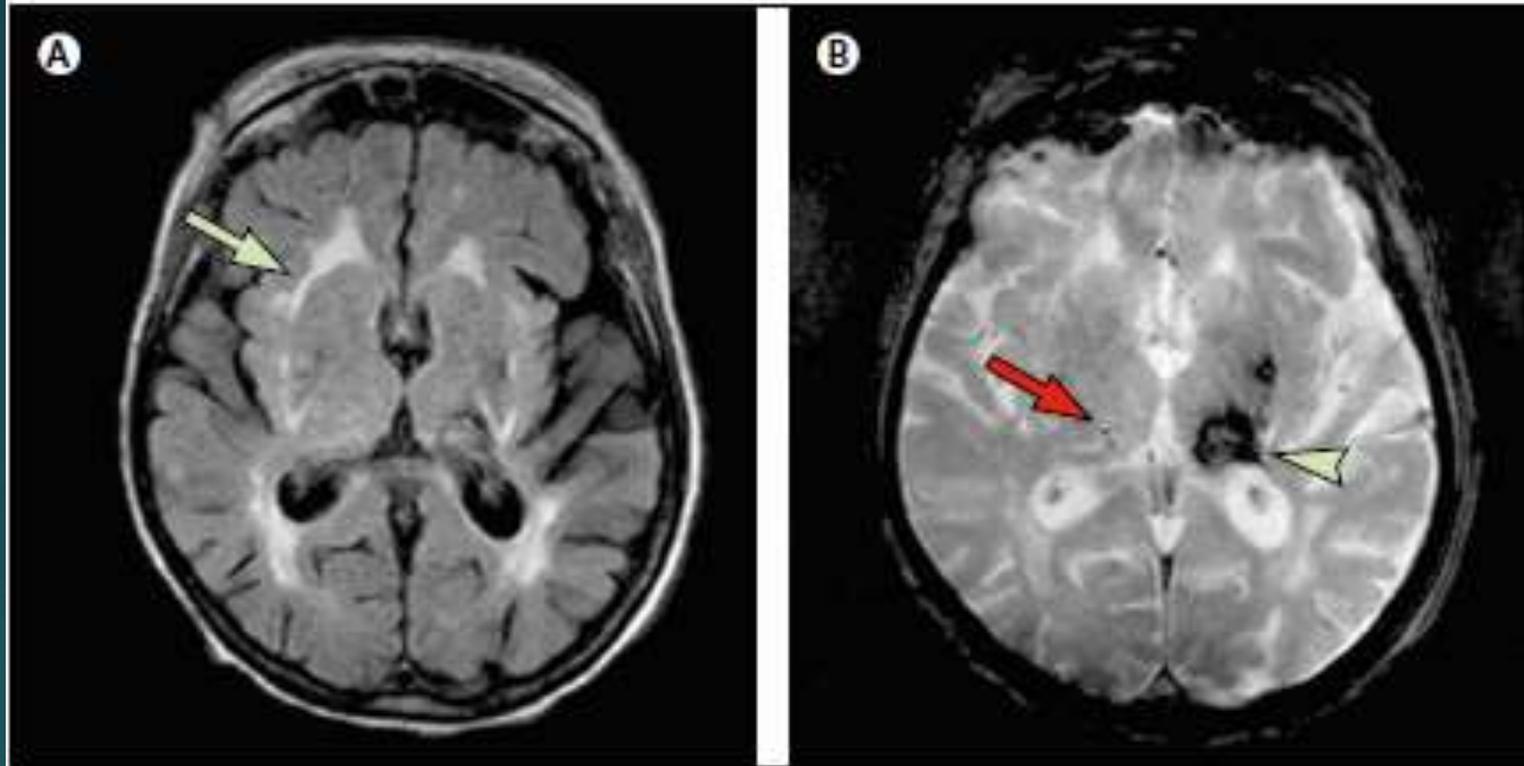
Brain MRI, axial slices
